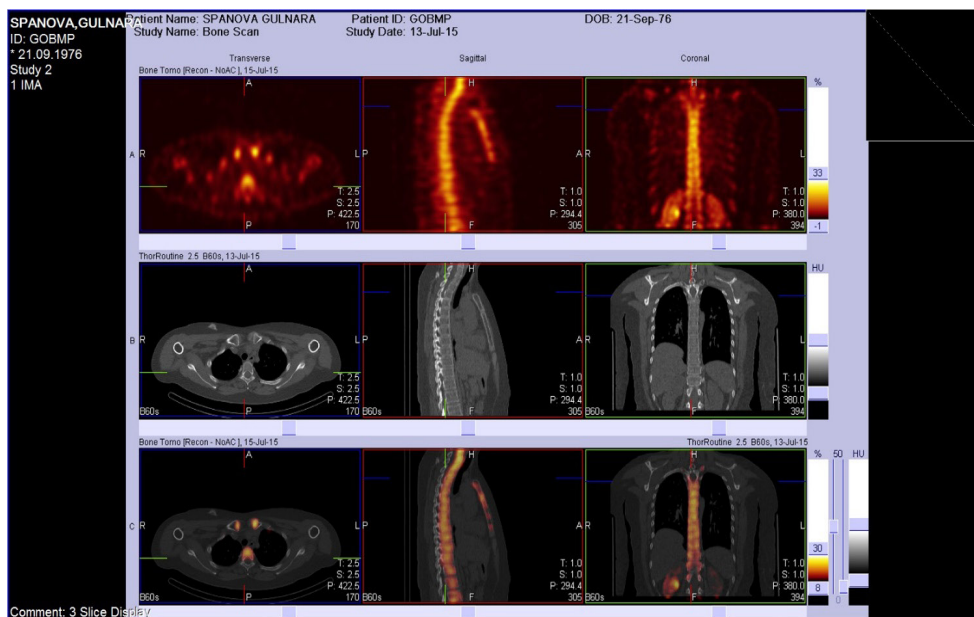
ОФЭКТ/КТ изображение (пациентка С. 39 лет)
